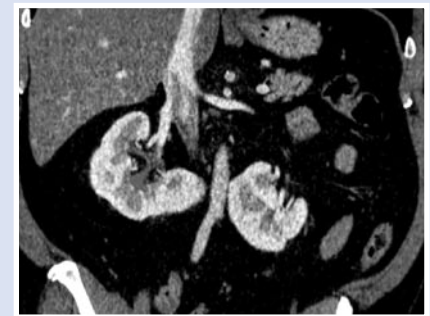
КТ после оперативного вмешательства.
